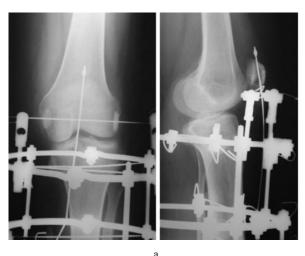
Рентгенограммы коленного сустава в прямой и боковой проекциях (а) и фото больной С. (б) в процессе лечения
